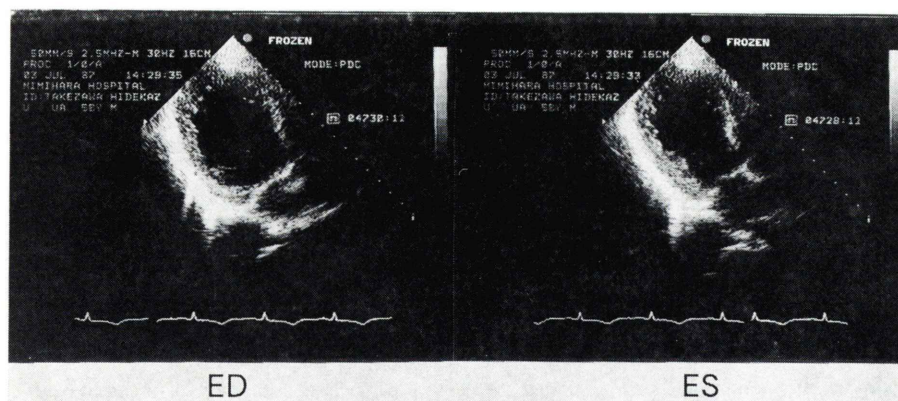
Echocardiogram recorded on second admission. ED: End-diastole. ES: End-systole.
